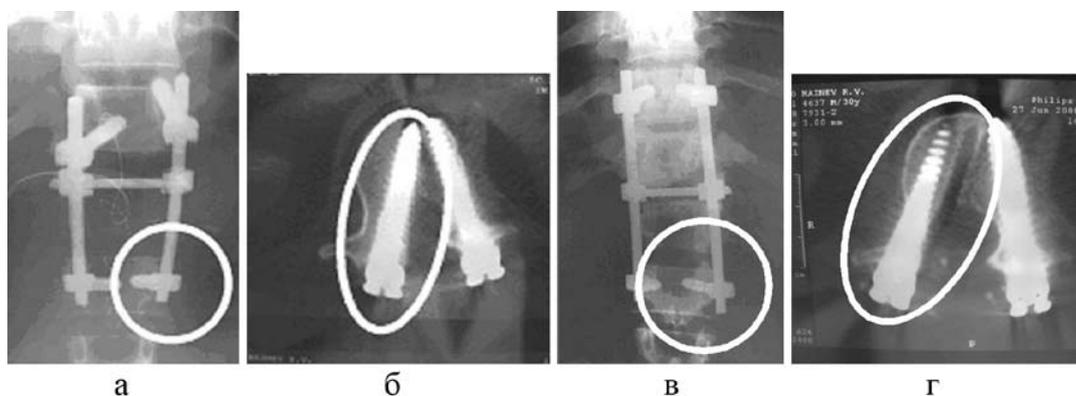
Прямая (а) рентгенограмма, КТ-исследование (б) больного М. после оперативного лечения, прямая (в) рентгенограмма, КТ-исследование (г) больного М. после реоперации
